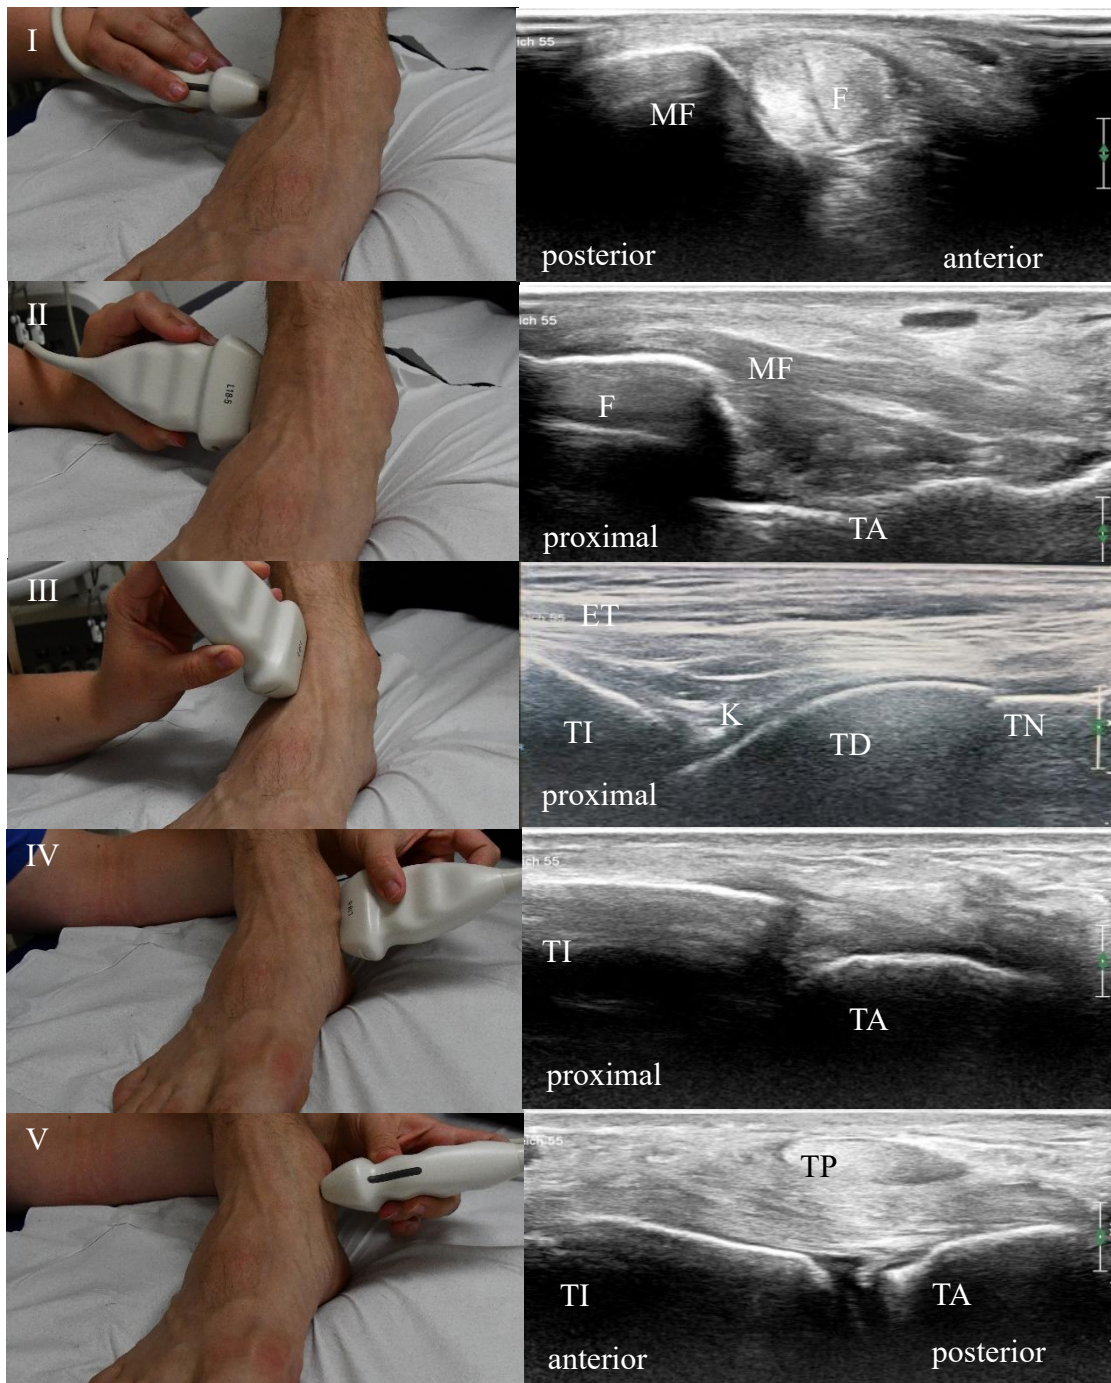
Darstellung der Schallkopfpositionen der Sonographie des oberen Sprunggelenks (OSG) Darstellung jeweils im Bild und korrespondierendem Ultraschallbild. Fibulotalargelenk im Querschnitt (I) und Längsschnitt (II), Tibiototalargelenk anterior im Längsschnitt (III), Tibiototalargelenk medial im Querschnitt (IV) und Längsschnitt (V)
